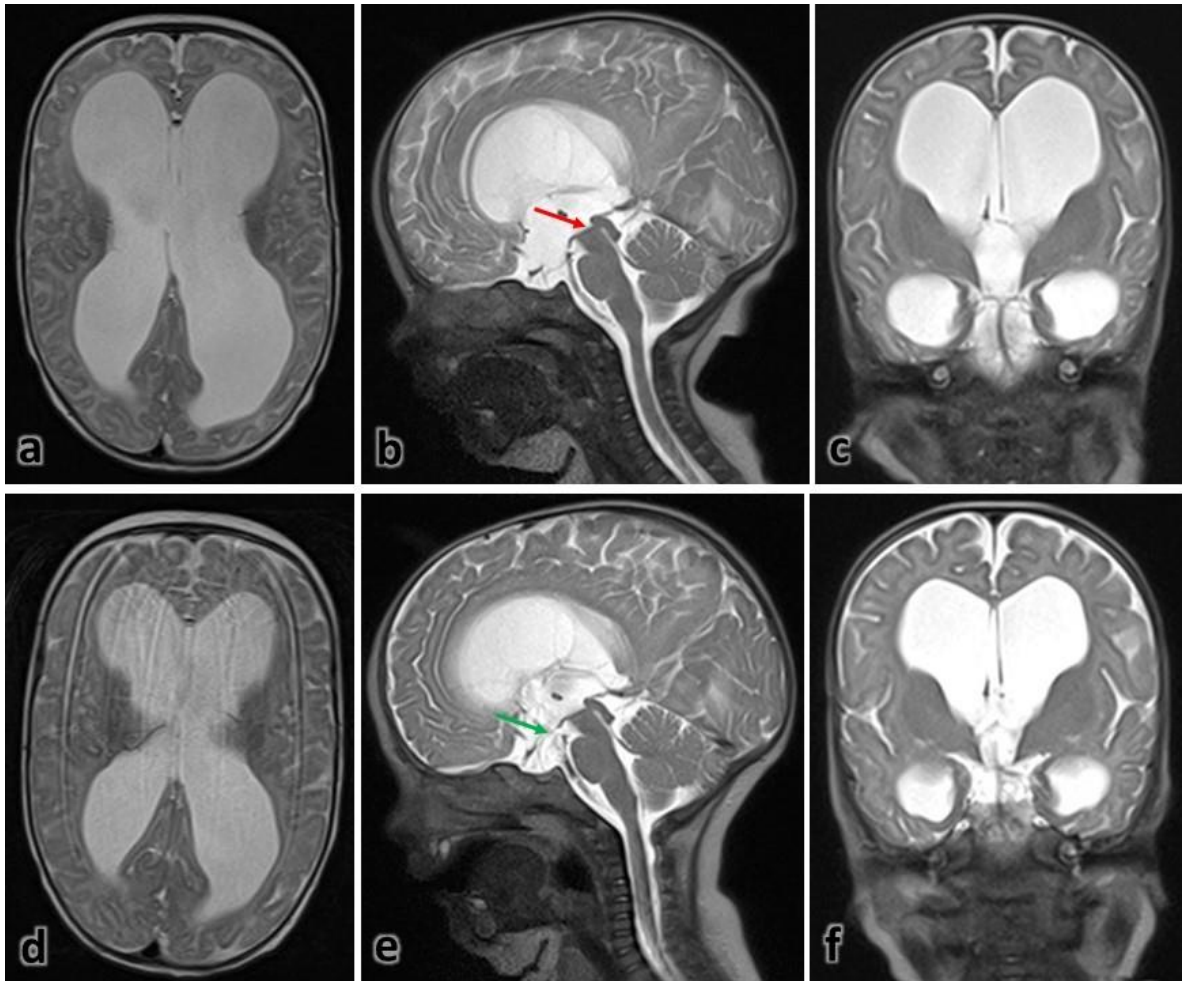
МРТ изображения в до- и после ЭВЦС III. a, b,c – МРТ г/м T2 взвешенном режиме в трех проекциях – признаки тривентрикулярной окклюзионной гидроцефалии. Пропадс дна третьего желудочка. b – красной стрелкой указан уровень блока на уровне водопровода мозга. d, e,f - МРТ г/м T2 взвешенном режиме в трех проекциях – признаки регресса тривентрикулярной гидроцефалии. e – зеленой стрелкой указан новый путь сообщения между желудочковой системой и субарахноидальными пространствами г/м
